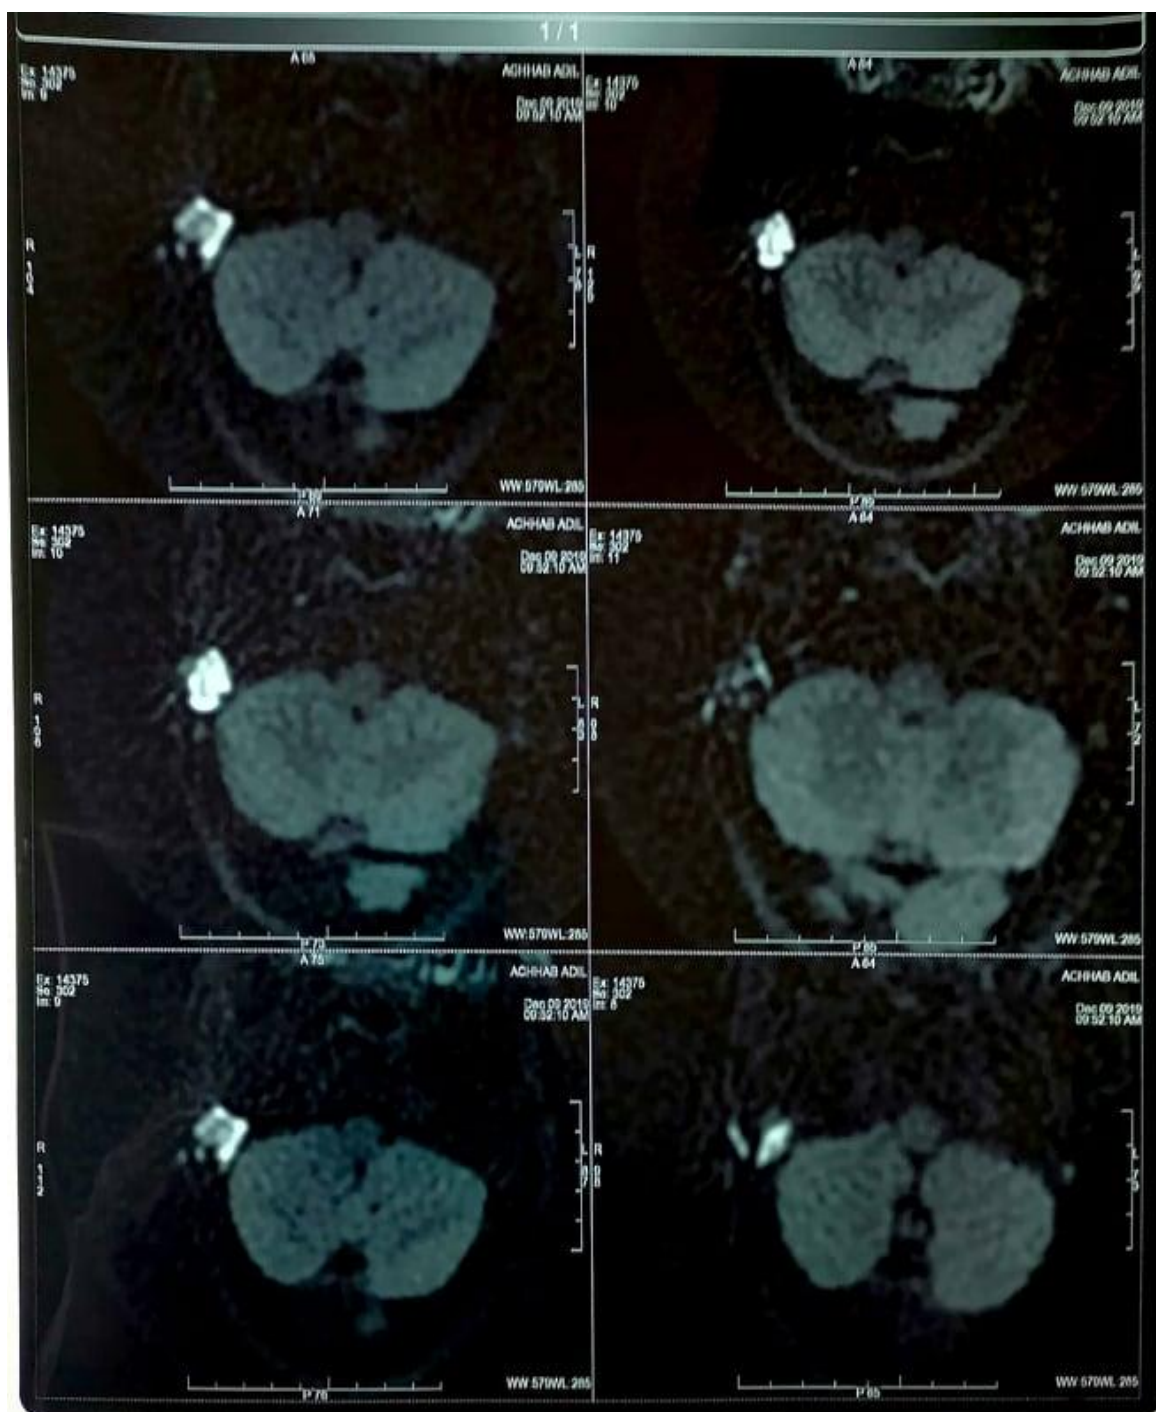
IRM en séquence diffusion d'un patient admis à l'HMMI pour PEC d'un cholestéatome récurrent: présence d'une masse apparaissant en restriction en séquence de diffusion.
